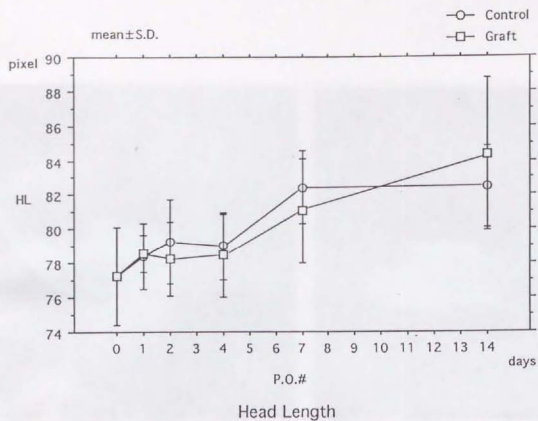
軟X線写真による下顎骨形態計測（下顎頭部）
